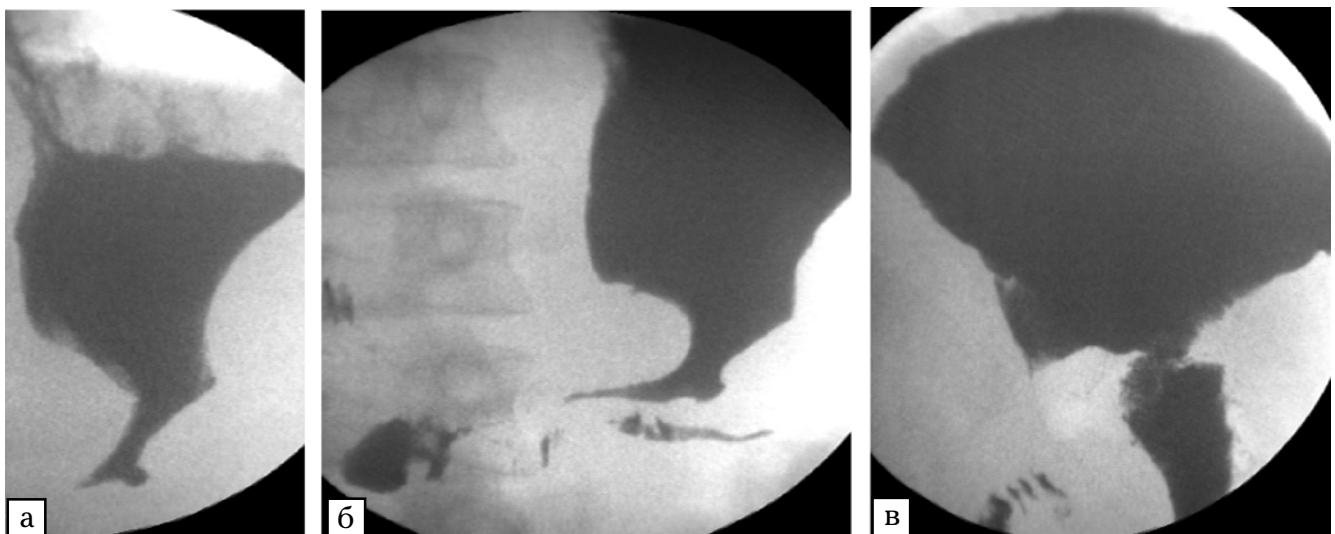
Рентгенологічне дослідження стравоходу, шлунка і дванадцятипалої кишки. Висновок: СА тіла і висхідного відділу шлунка (інфільтративна форма)
